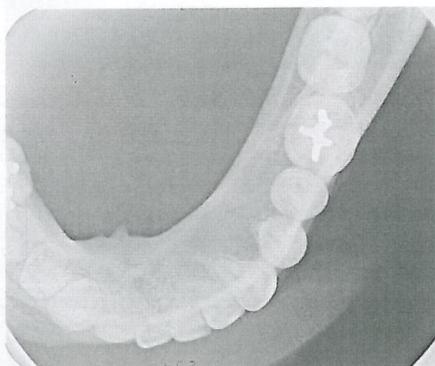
Radiografias Oclusal de Mandíbula
